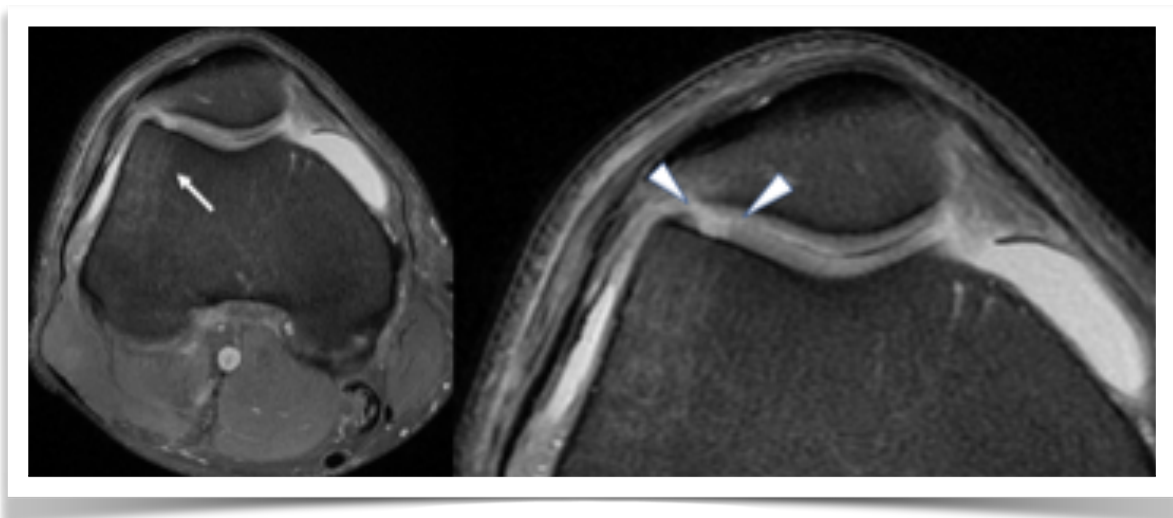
Fractura condral: En RM en el plano axial edema óseo subcondral (flecha recta) en relación a fractura condral de bordes rectilíneos y bien definidos en la vertiente lateral de la tróclea (cabezas de flecha).
